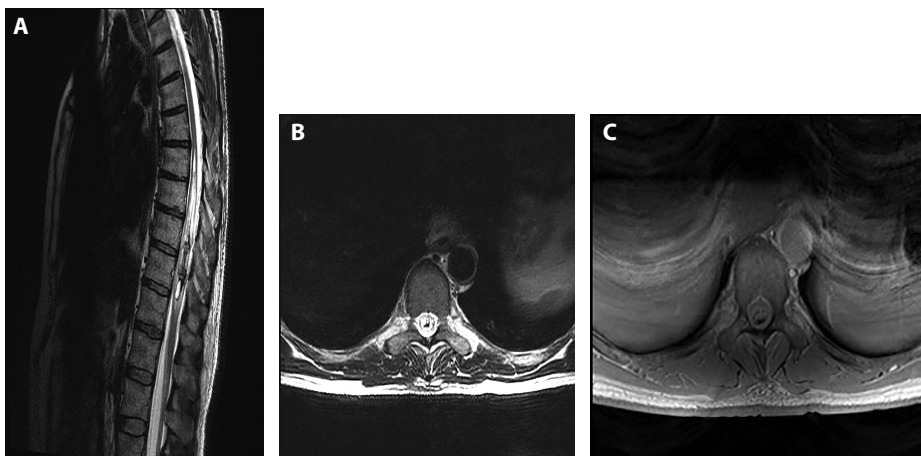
a-c. MRI prikaz (postkontrastno T1w u sagitalnoj (a), koronalnoj (b) i aksijalnoj (glava strelice) (c) ravni) meningealne infiltracije kod pacijenta sa Burkittovim limfomom.
